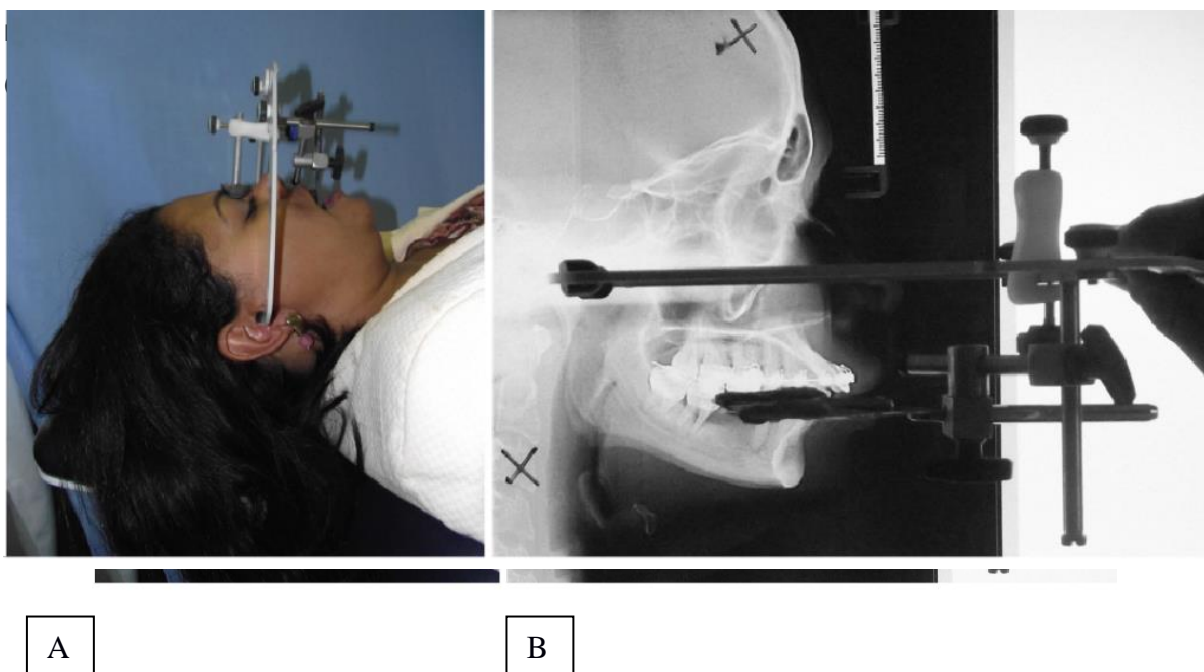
A: Arco facial montado na paciente; B: checagem da angulação do plano oclusal contra a radiografia de perfil
